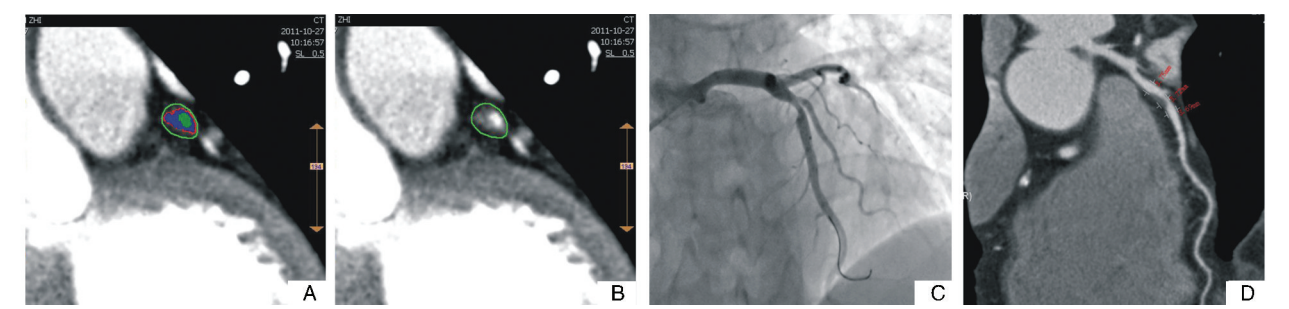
非正性重构组 1 例前降支病变 MSCT 及 SCA 图像 A 为 MSCT 切面图像,红色为 CT 值 20 Hu 以上的脂质,蓝色为纤维成分,绿色为冠状动脉腔内;B 为 MSCT 切面原始图像;C 为 SCA 影像;D 为 CPR 图。
